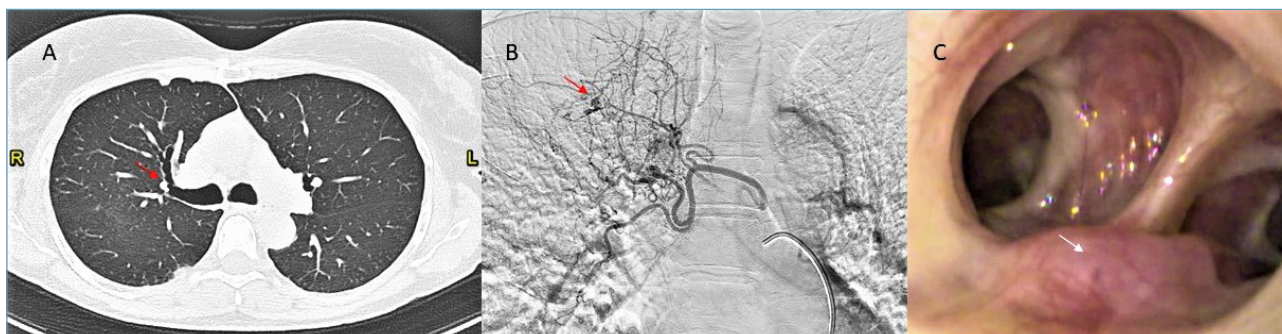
Ectasia bronchiale visibile a livello TC (A, TC torace, freccia rossa) che corrisponde allo pseudoaneurisma documentato con l'angiografia polmonare (B, freccia rossa) e all'ectasia mucosa visibile all'esplorazione endoscopica a tale livello (C, freccia bianca).
